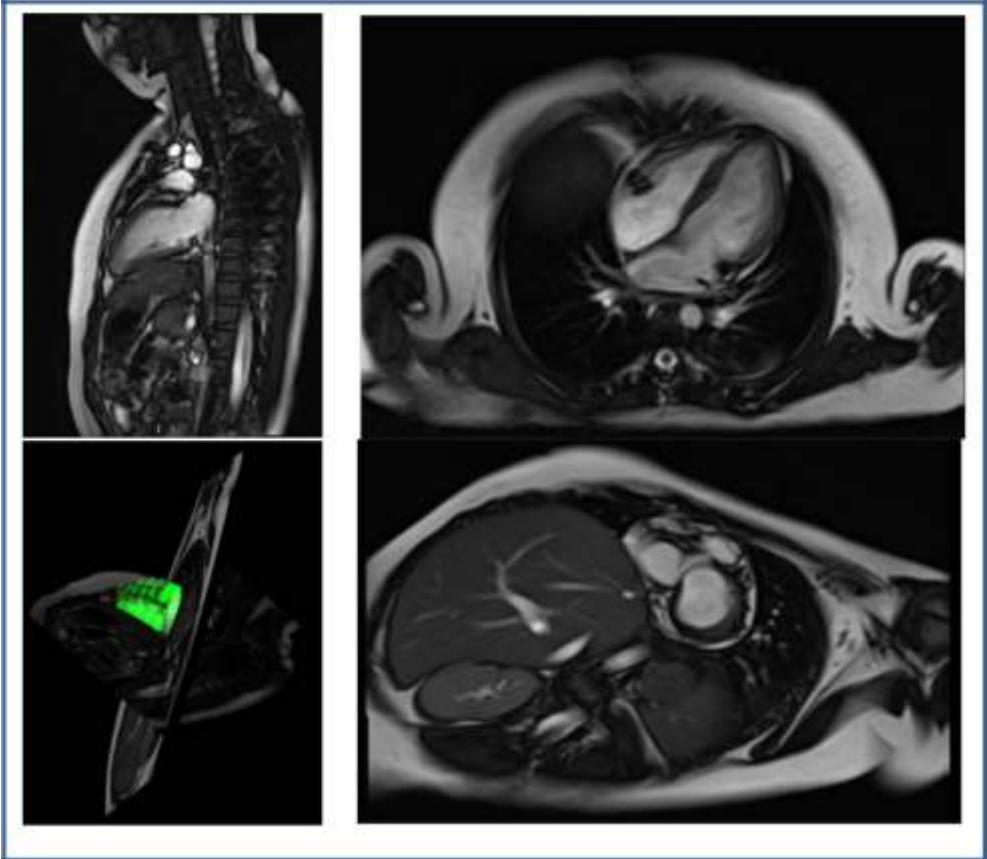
Imágenes obtenidas del cine-RMN cardíaco.
